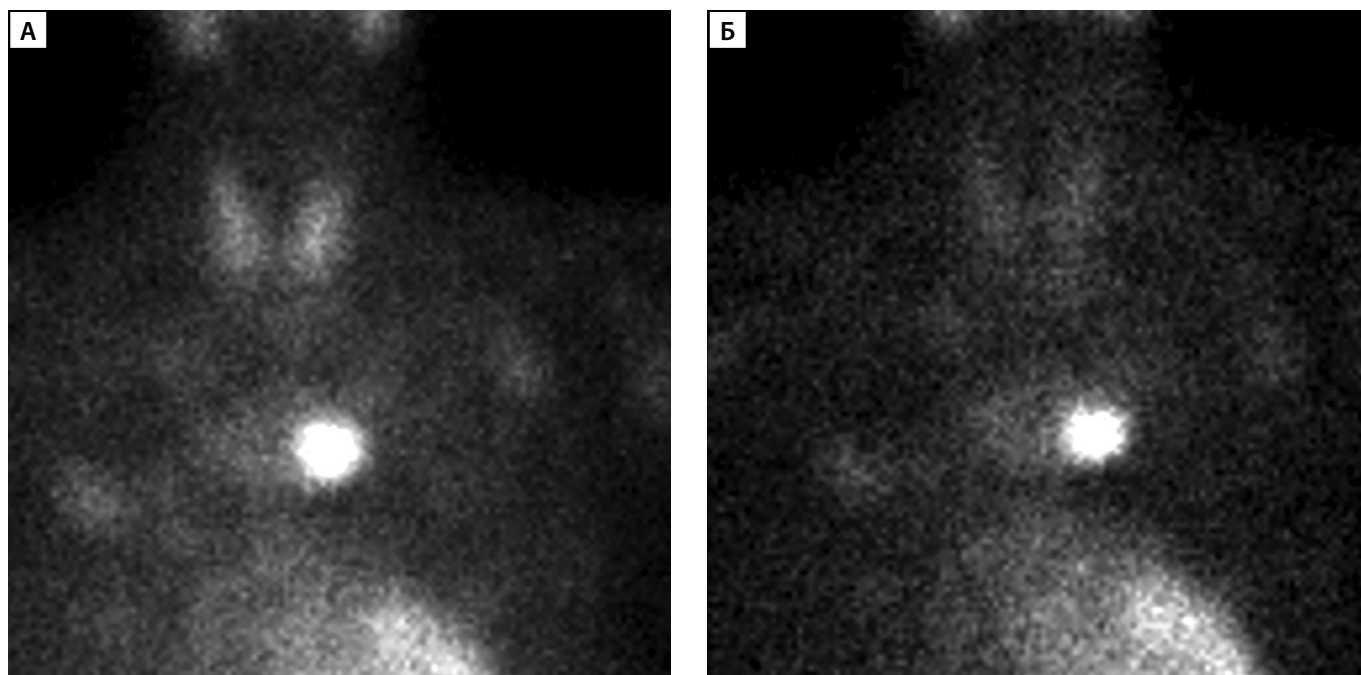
(А, Б). Планарная сцинтиграфия образования околощитовидной железы, эктопированного в средостение.
